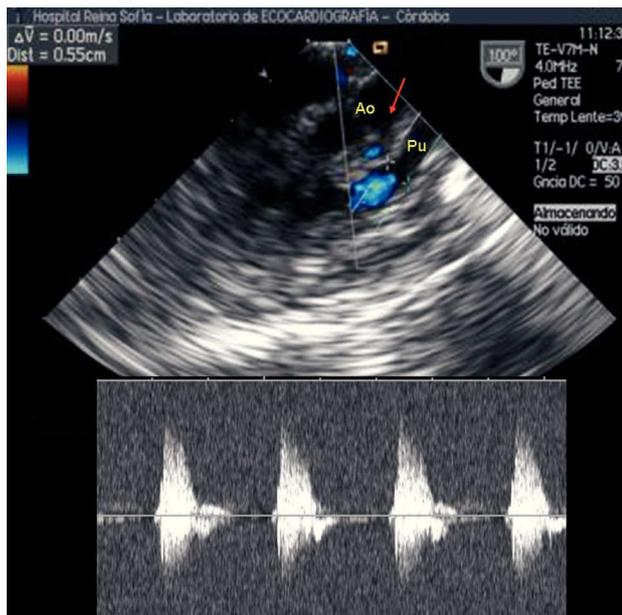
Imagen ecográfica, con técnica transesofágica, de la conexión aortocoronaria entre la raíz aórtica y la pulmonar (flecha) en el paciente 3. Por Doppler pulsado, se registra flujo sistólico proveniente de la aorta, de características normales, en el *flap* aortocoronario.
